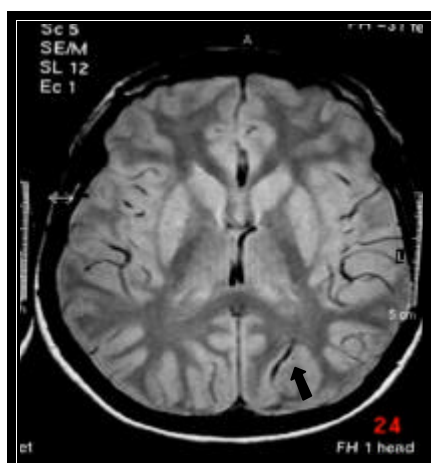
RM da paciente 30. Axial PD. Axial e sagital T1 pós-contraste. Veia de drenagem anômala parietal esquerda (setas).
